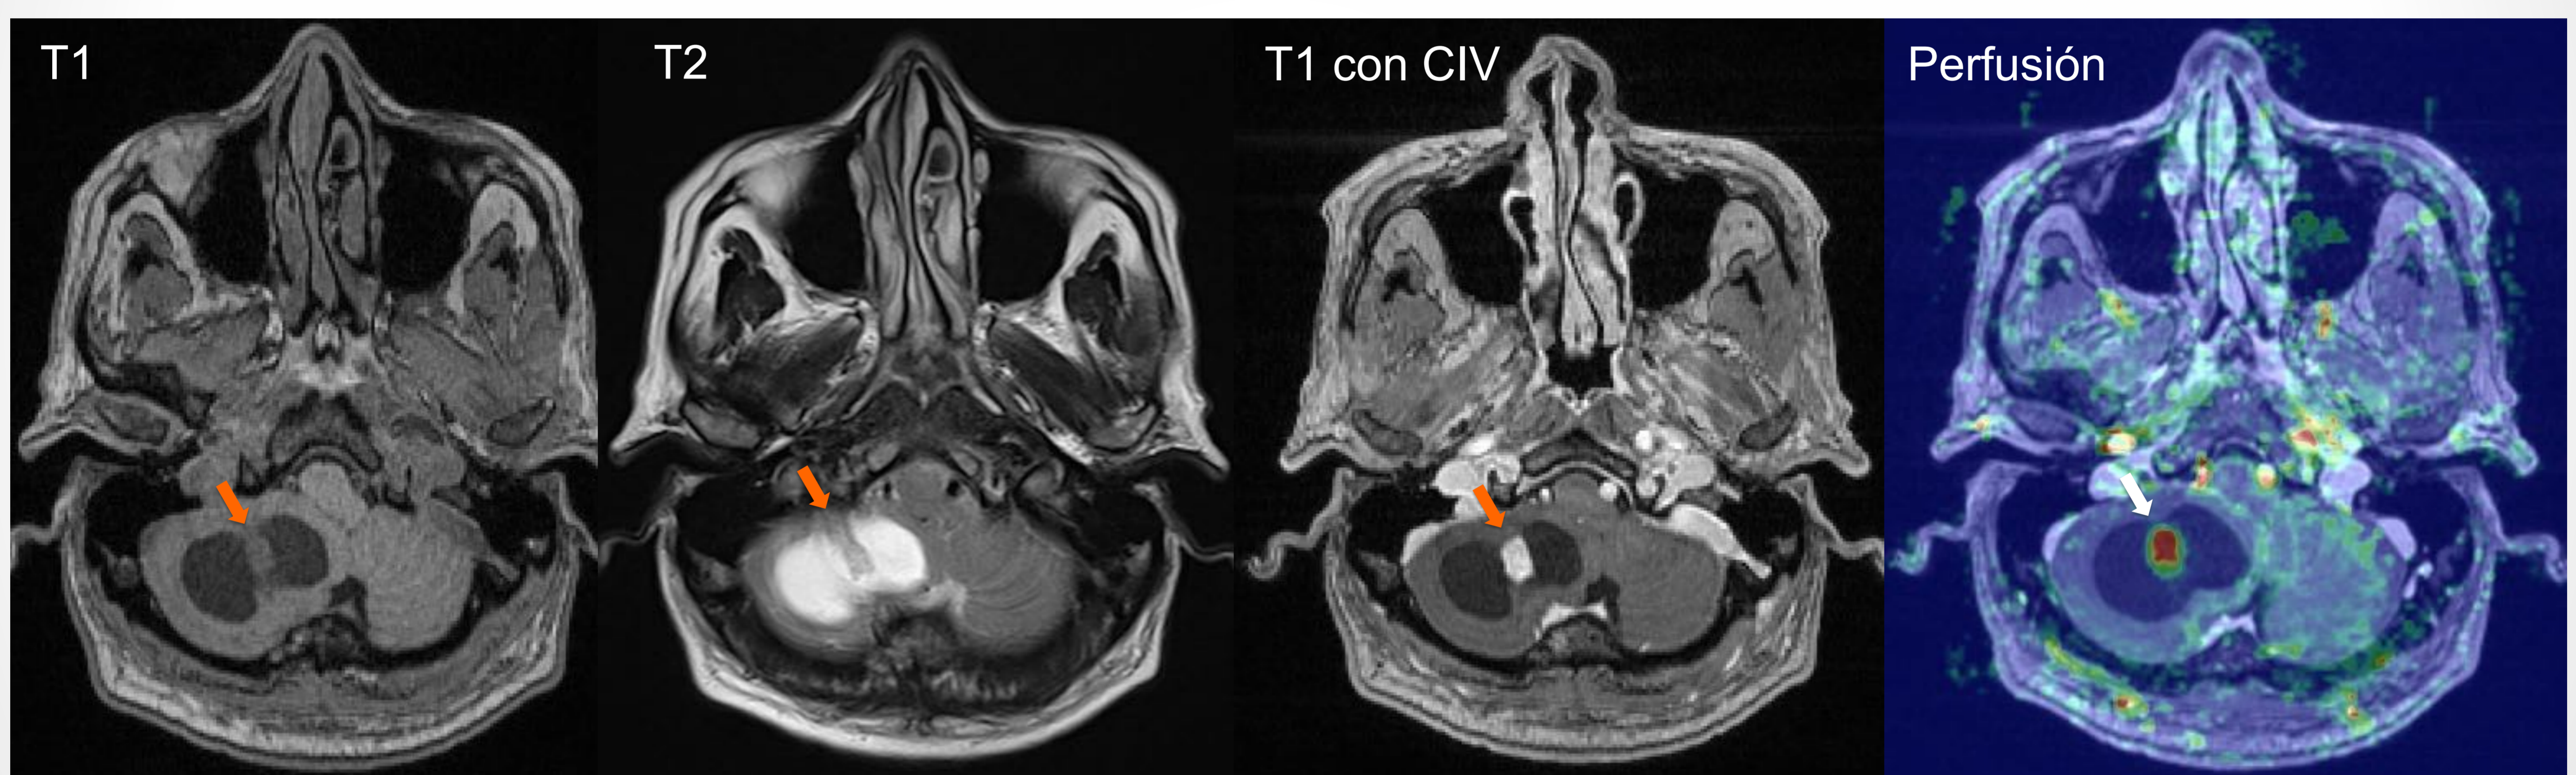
Imágenes axiales de RM de un paciente de 34 años con un hemangioblastoma. En el hemisferio cerebeloso derecho se observa una lesión de aspecto quístico con IS similar al LCR y con un pequeño nódulo mural (flecha naranja), que se muestra isointenso al parénquima en T1 y T2. El nódulo mural muestra un realce homogéneo tras la administración de gadolinio y un aumento del CBVr en el estudio de perfusión (flecha blanca).
